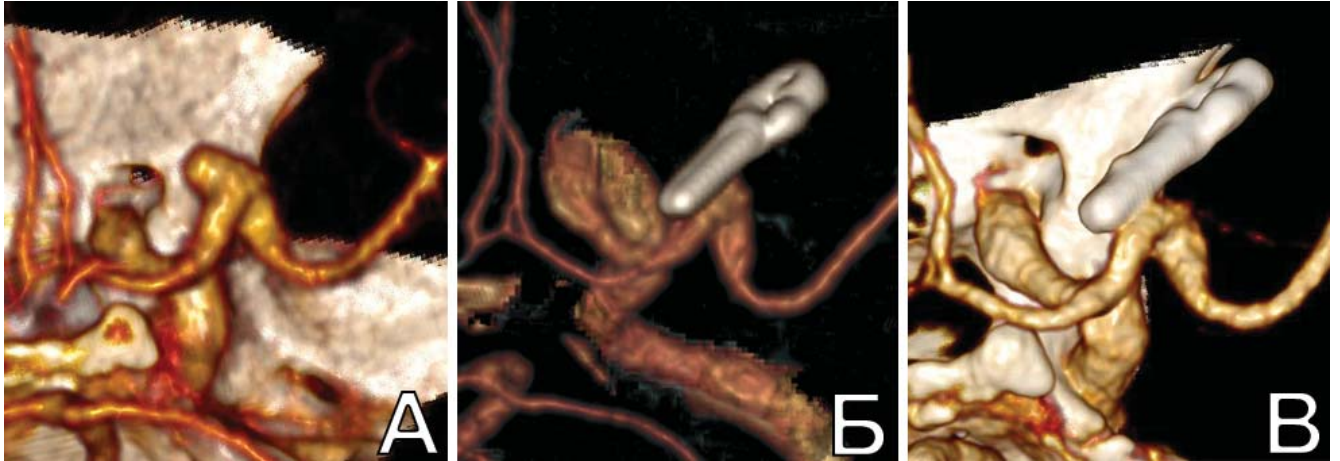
Стабильный результат после выключения только эксцентричной части ФА М1-сегмента СМА справа у пациентки Л., 62 лет. А. КТА до операции: определяется ФА М1-сегмента СМА справа; Б. КТА п/о: клипирована только эксцентричная часть ФА (оставшееся расширение укреплено); В. КТА через 3 года п/о: фузиформное расширение на уровне клипсы не увеличивается
